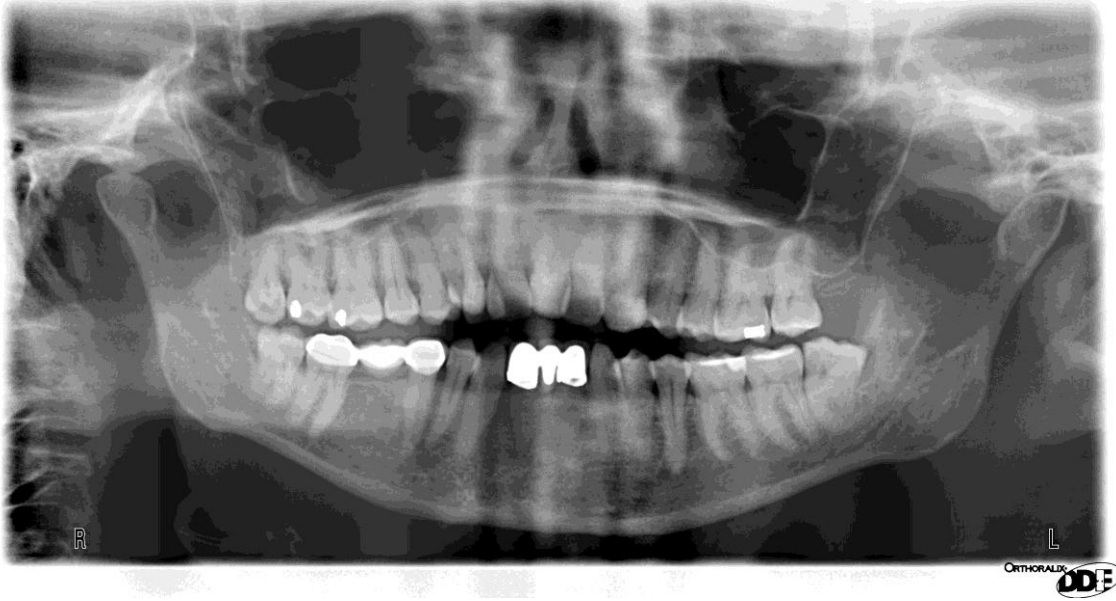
Radiografía panorámica (Caso 1).
